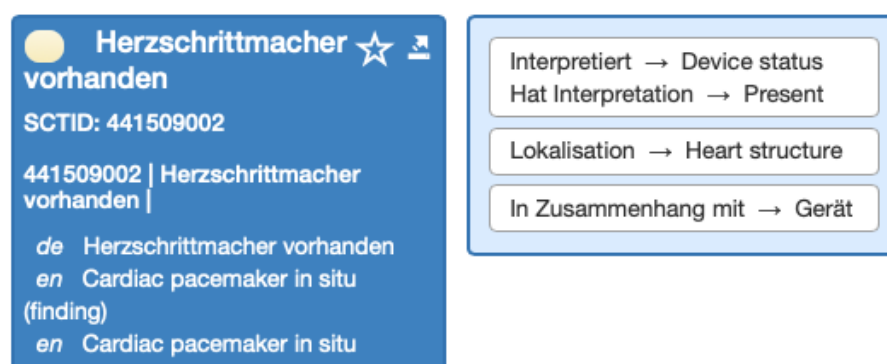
Screenshot zu SNOMED CT Axiomen.
